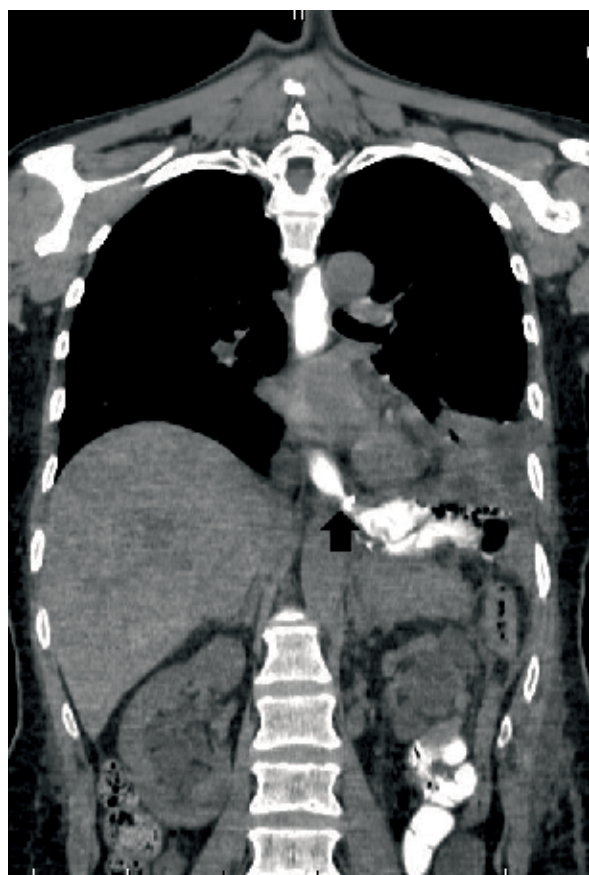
CT ezofágografia, axiálny rez, stav po totalnej gastrektómii: leak kontrastnej látky v mieste ezofagojejunoanastomózy, bilaterálny fluidotorax.
